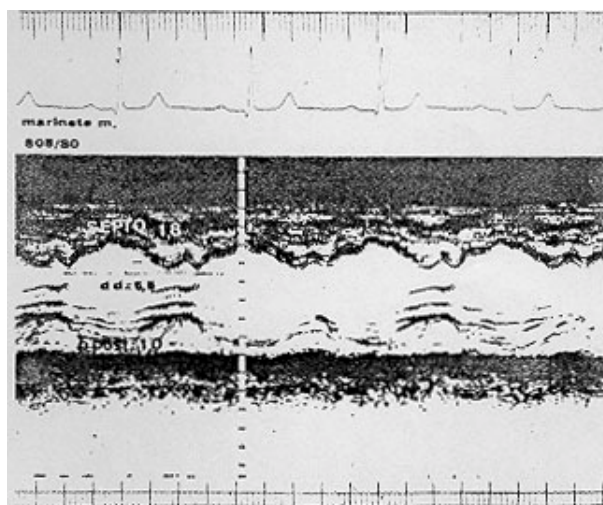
Ecocardiograma “modo M” de paciente de 48 anos de idade com insuficiência renal crônica e hipertensão arterial, em hemodiálise há 1,5 anos.
